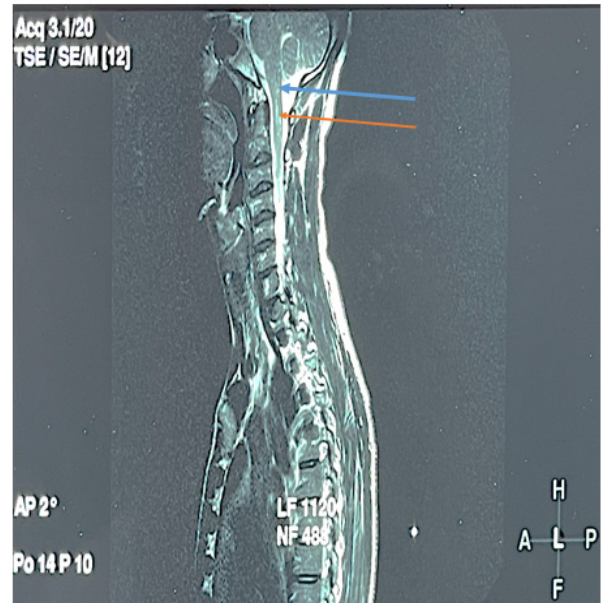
IRM cérébro-médullaire
